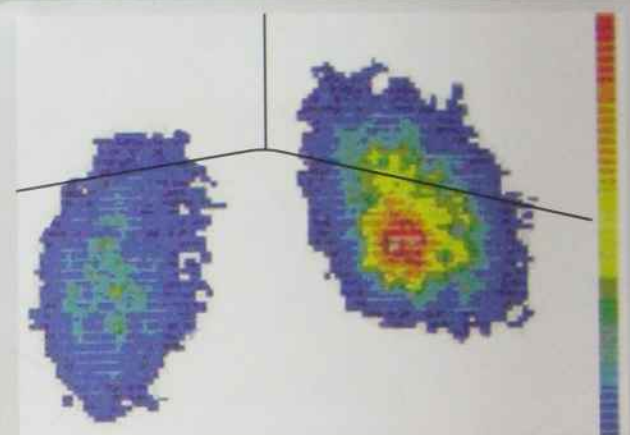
Сцинтиграма нирок, правобічний пієлонефрит
